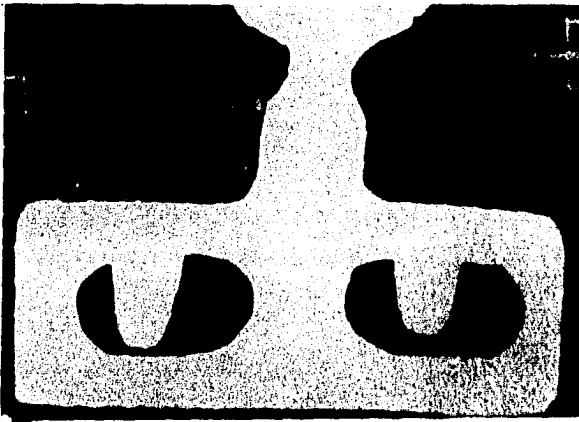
Esta radiografía tomada a los 22 meses muestra la posición - correcta ocupada en el hueso mandibular por un implante FES de pilar sencillo. (2)
